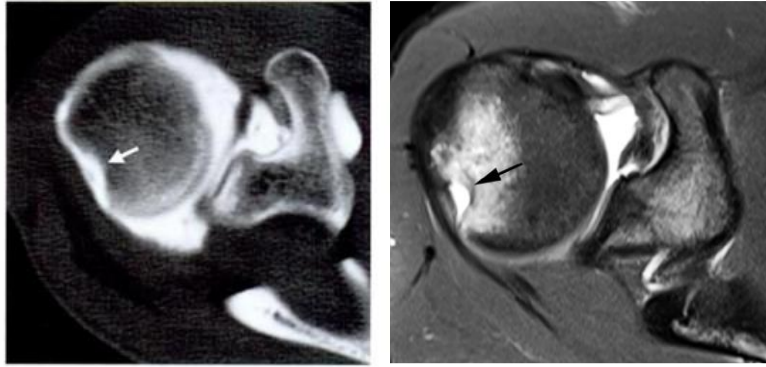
Encoche de Hill-Sachs en TDM et IRM séquence axiale T1+Gado [9]
